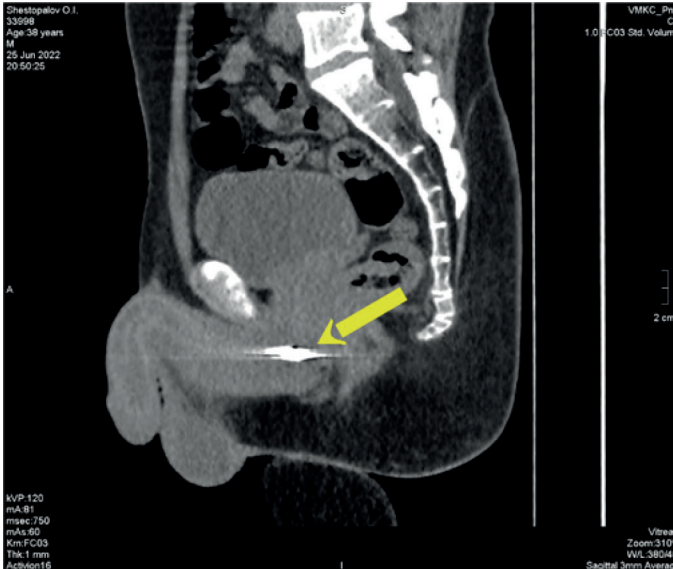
Поранення промежини з пошкодженням мембранозного відділу уретри. КТ в боковій проекції - стрілкою позначено металевий осколок який знаходиться в районі уретри.
